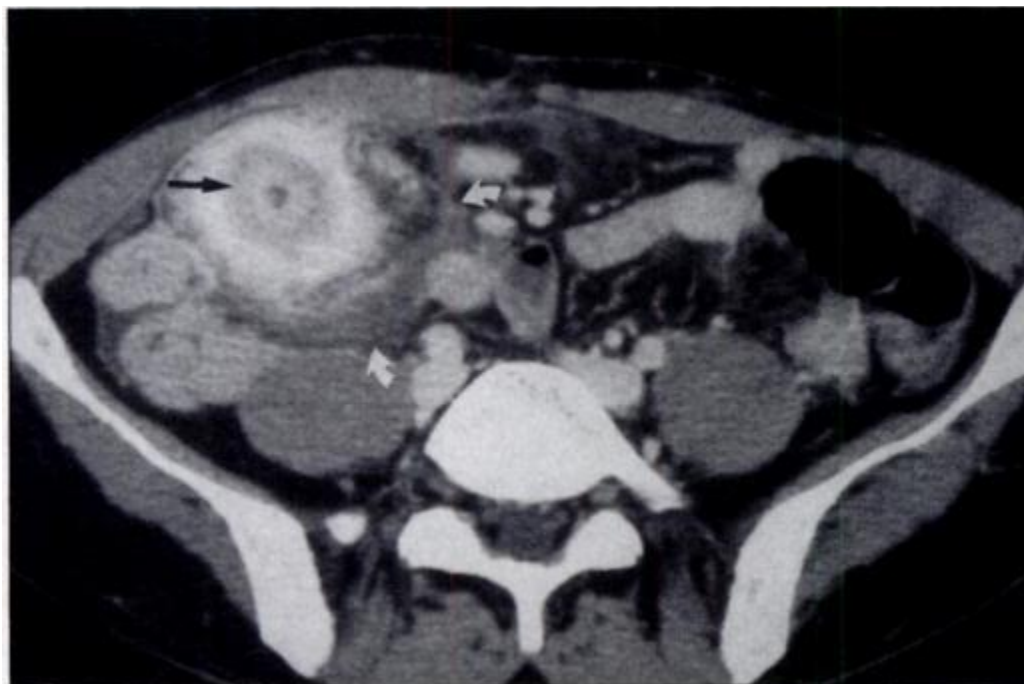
TDM C+ de l'iléon terminal ; montre un rehaussement de la muqueuse et musculuse-séreuse. La stratification murale est présente comme œdémateuse, sous-muqueuse épaissie de faible atténuation (flèche droite) par rapport à d'autres couches de la paroi intestinale, produisant le signe cible. La graisse périnatale est également marquée inflammatoire (flèches courbées). (17).
